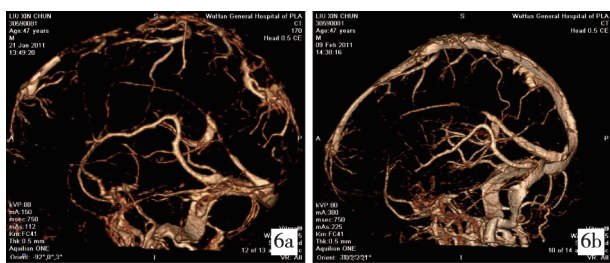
术前(6a)、术后(6b)患者 CTA 所见比较
